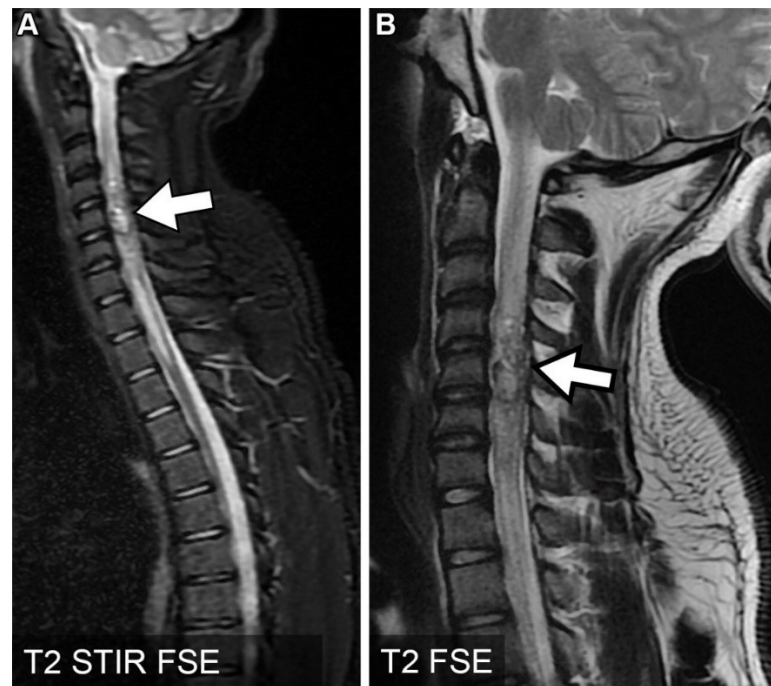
protocollo RM rachide cervicale. AST Pesaro - Urbino
